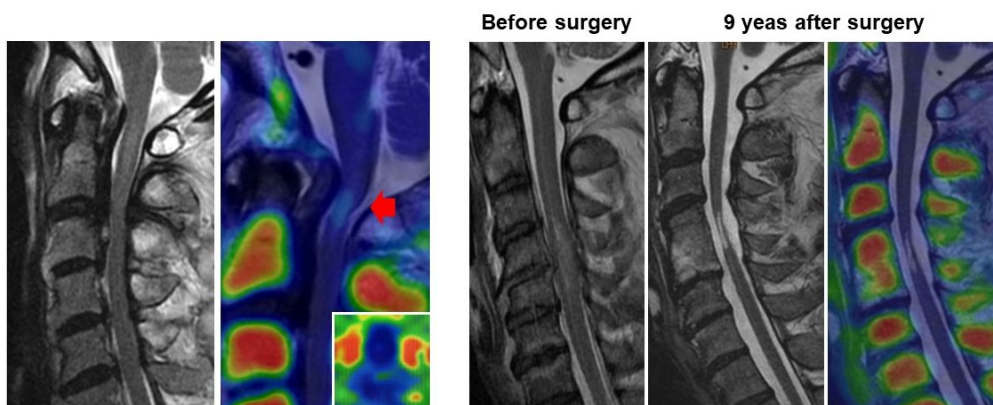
非骨傷性頸髄損傷患者 (受傷後 4 週) (左) と頸髄損傷患者 (受傷後 9 年) (右) の ^{11}C -PK11195 PET/MRI
